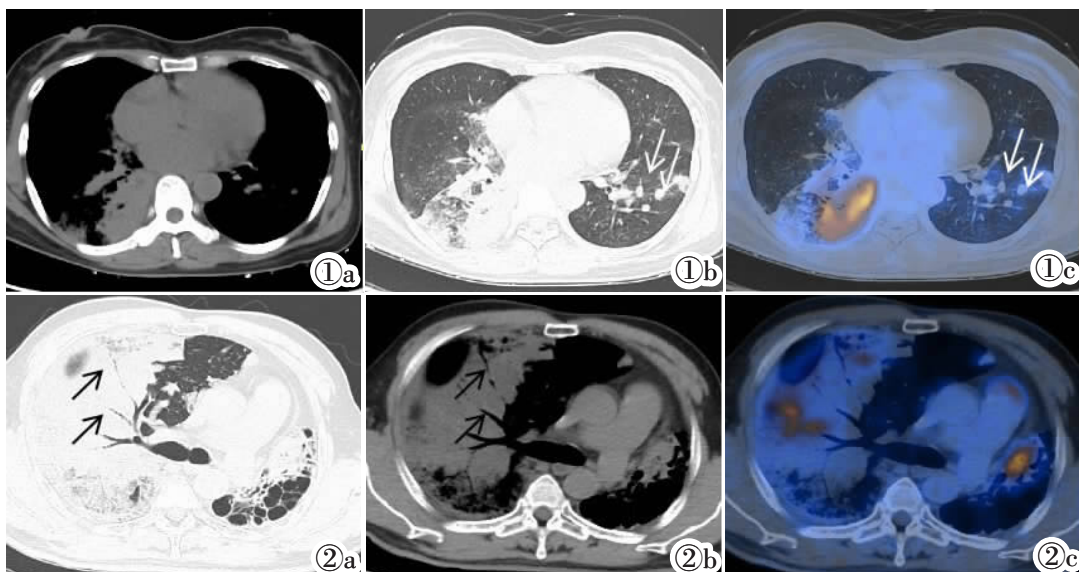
女, 50 岁。病灶呈多种形态、多灶分布, 双肺见气腔播散多发结节灶(白箭), 双肺实变影及结节灶代谢不均匀增高, SUV_{max}=7.1。 图 2 男, 59 岁。右肺实变影内示“异常充气支气管”(黑箭); 双肺实变影代谢不均匀增高, SUV_{max}=6.9。
